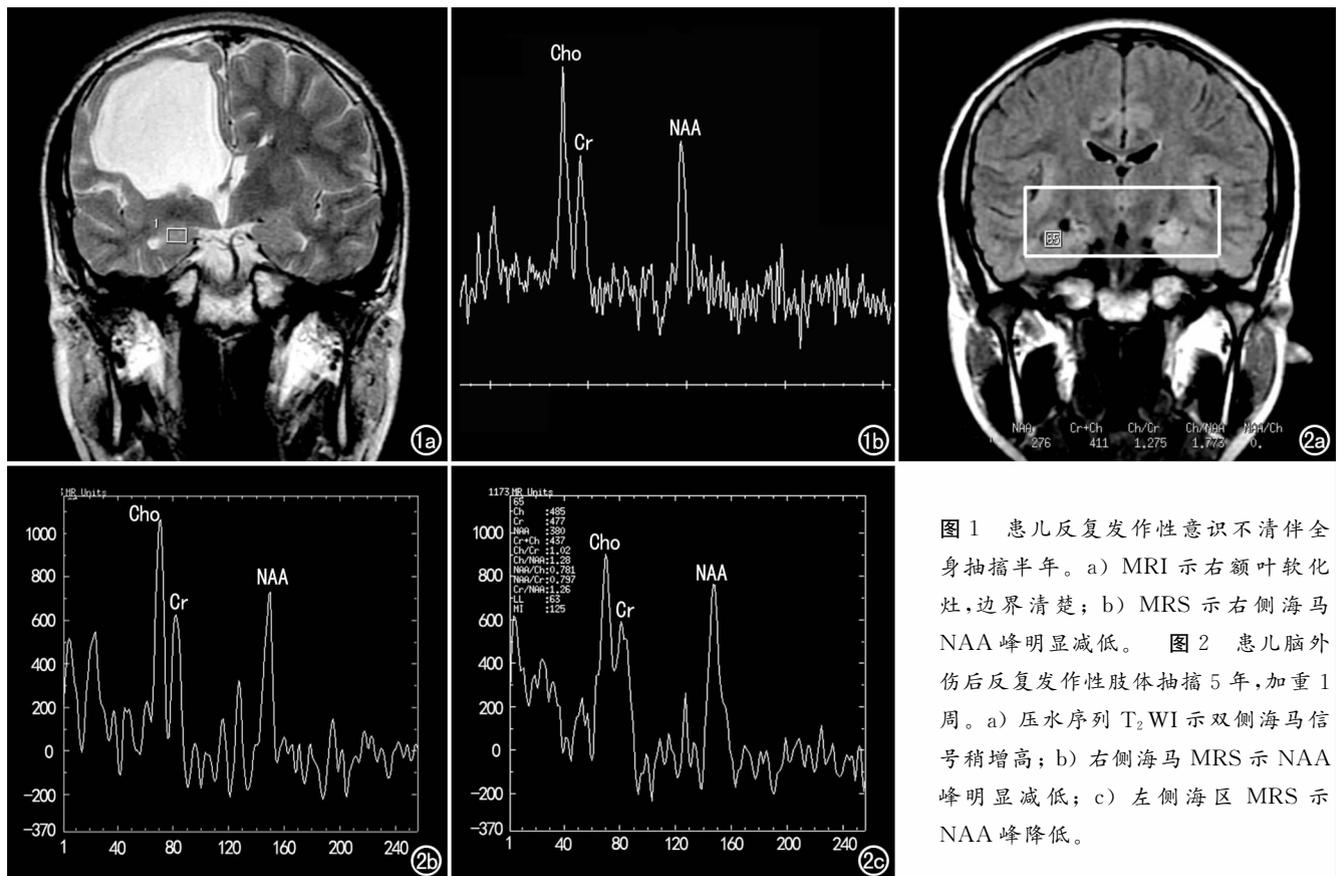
患儿反复发作性意识不清伴全身抽搐半年。a) MRI 示右额叶软化灶,边界清楚;b) MRS 示右侧海马 NAA 峰明显减低。图 2 患儿脑外伤后反复发作性肢体抽搐 5 年,加重 1 周。a) 压水序列 T<sub>2</sub>WI 示双侧海马信号稍增高;b) 右侧海马 MRS 示 NAA 峰明显减低;c) 左侧海马 MRS 示 NAA 峰降低。
